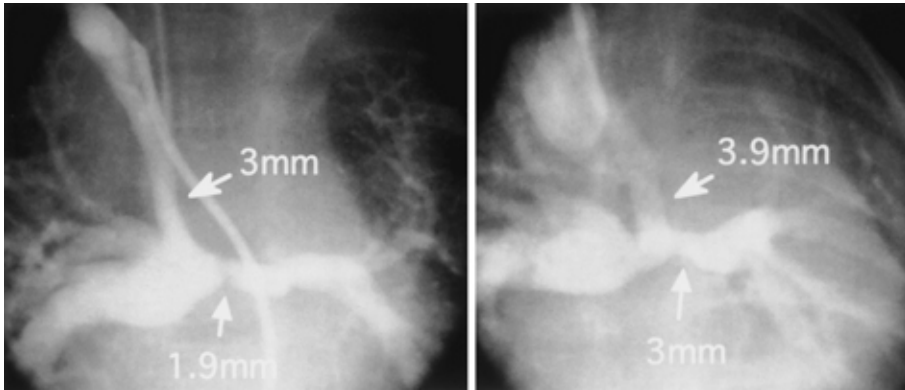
肺動脈および Blalock-Taussig 短絡血管に対する血管形成術を行うため、右総頸動脈切開法によりアプローチした。直径 5 mm のバルーンカテーテルを使用した。左右肺動脈の圧較差は 5 mmHg から 2 mmHg に減少し、狭窄部も 1.9 mm から 3 mm まで拡大した。同時に、BT 血管に認められた内膜肥厚による狭窄に対してもバルーン血管形成術を施行し、狭窄部は 3 mm から 3.9 mm に拡大した(左バルーン前、右バルーン後)。
